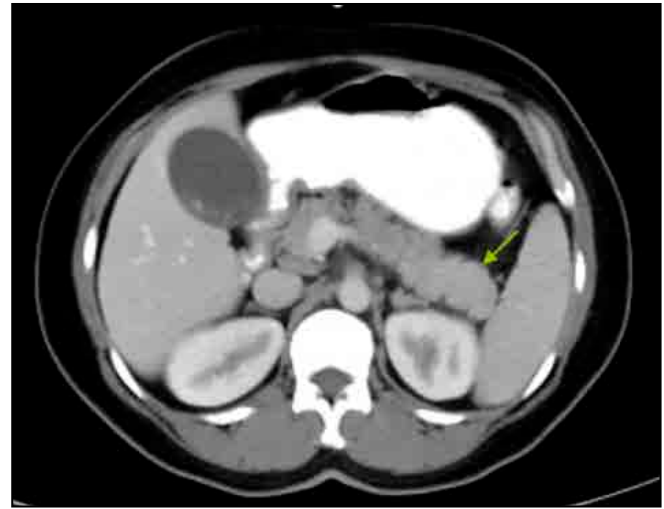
The density of lesion was higher than that of the pancreatic parenchyma and similar to that of the spleen on the venous phase contrast-enhanced abdominal computed tomography.
